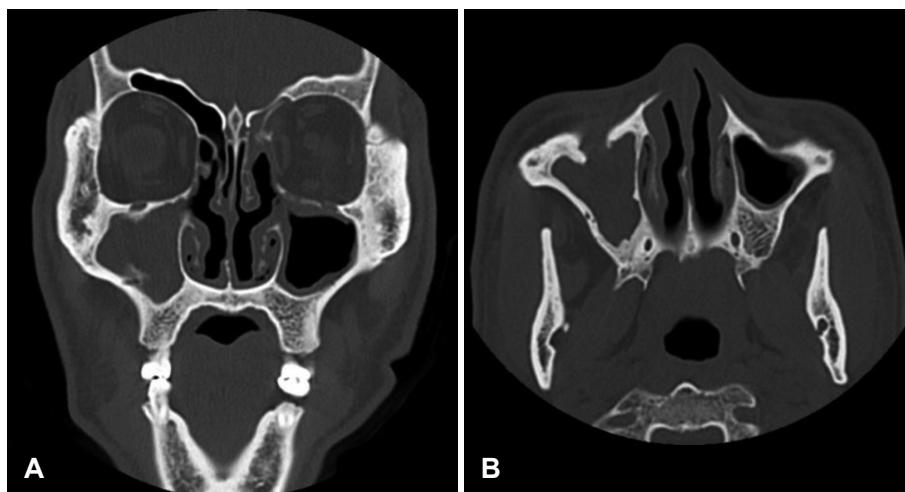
Coronal (A) and axial (B) paranasal sinus computed tomography shows a foreign body of right maxillary sinus not seen after surgery.
